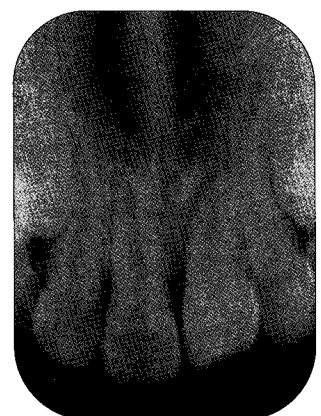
Periapical view after 9 months
